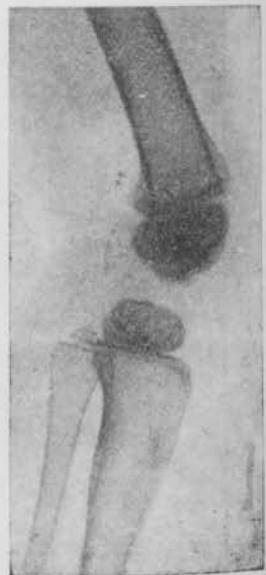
M. U. G. (Caso IV). Radiografía de rodilla.
